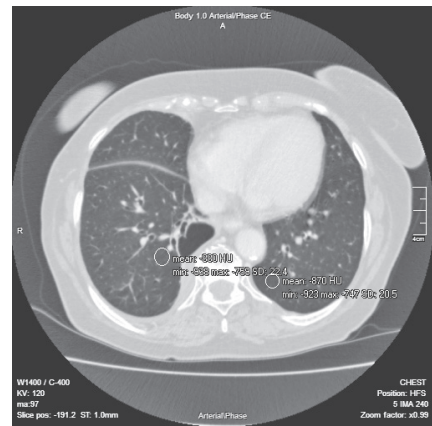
Аксіальний зріз КТ ОГК хворої К. з денситометричними показниками ділянки легені біля кістоподібної порожнини та симетричної ділянки лівої легені
